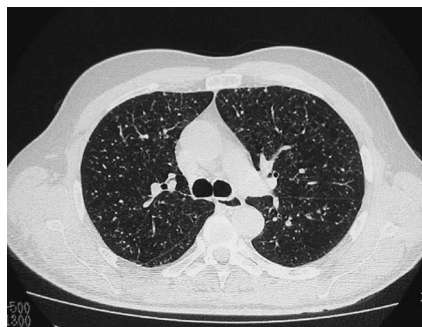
CT-Thorax: Beidseitig im Lungenparenchym multiple bis 0,3 cm große, glatt berandete Rundherde.
